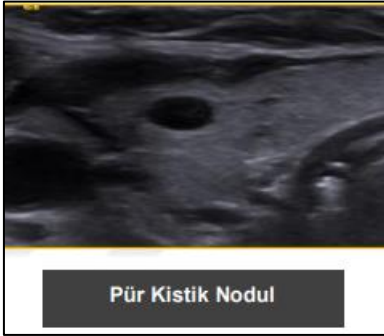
USG Örnekleri (116).
